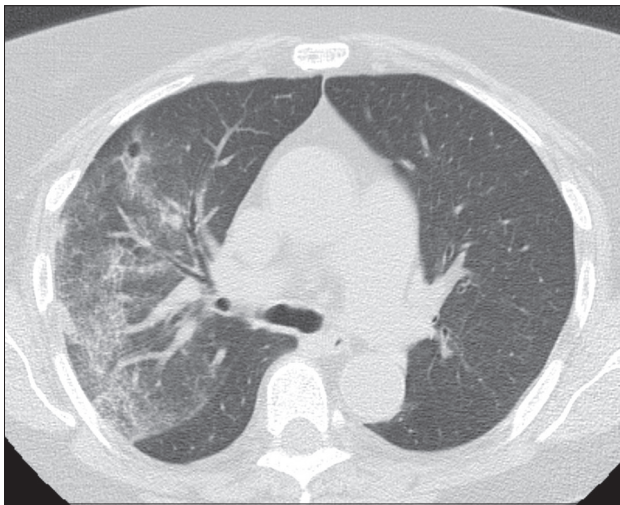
Наблюдение 3. МСКТ органов грудной клетки: признаки вирусной пневмонии, умеренной (2 стадия) степени тяжести с высокой вероятностью COVID-19. Наличие буллы в левом легком.
